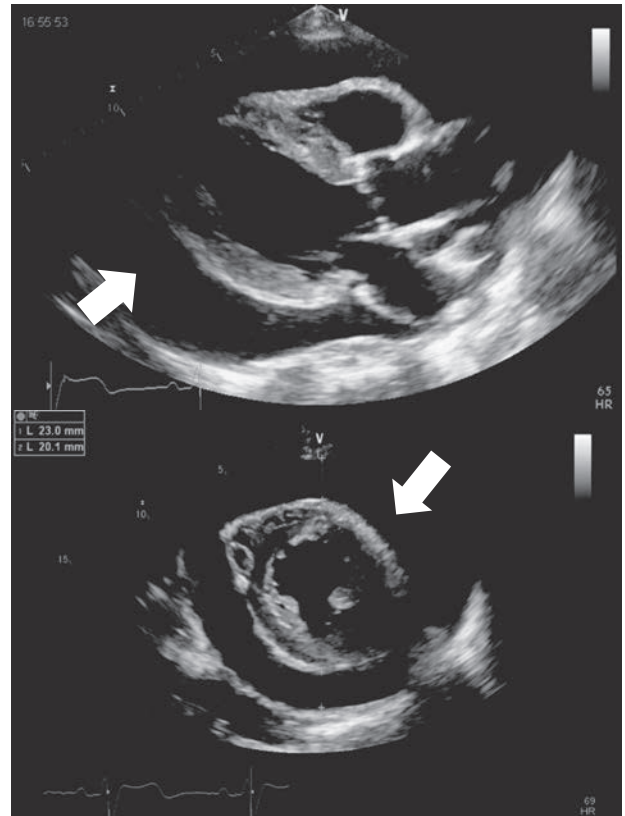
心臓超音波検査(上:傍胸骨長軸像、下:傍胸骨短軸像)
